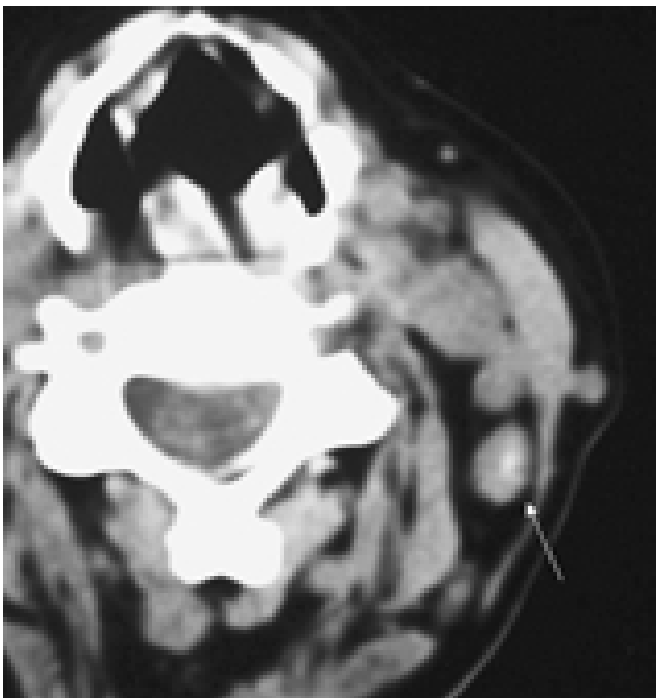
TC simple. Ganglio izquierdo en el nivel III con una tenue calcificación central (flecha blanca). Linfoma esclerosante nodular aún no tratado.
